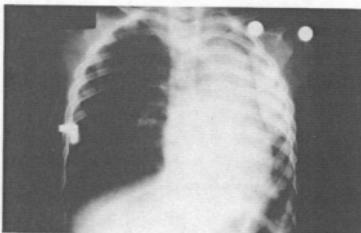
Left atelectatic and right emphysematous pattern is seen on chest x-ray.
